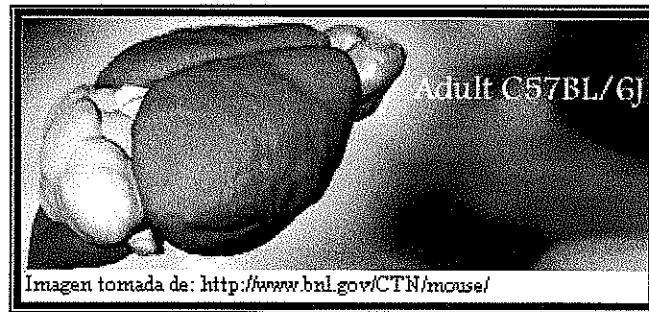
Tomografía por emisión de positrones (PET) del cerebro de un ratón blanco C57BL/6J.
